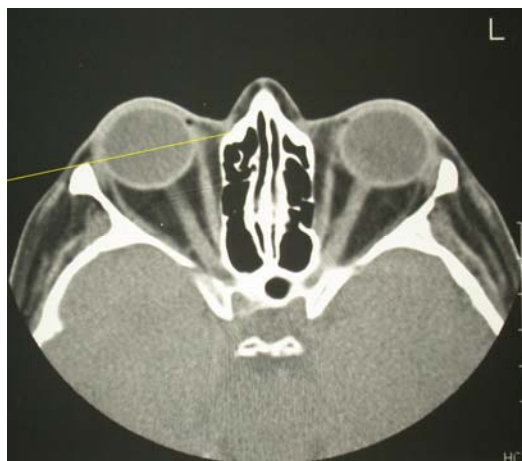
Computed tomography of an orbit (axial section) for the determination of adipose tissue areas.
